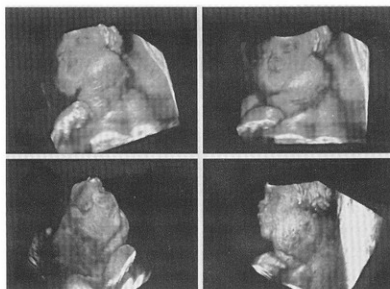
ecografía tridimensional de tumor cervical.
